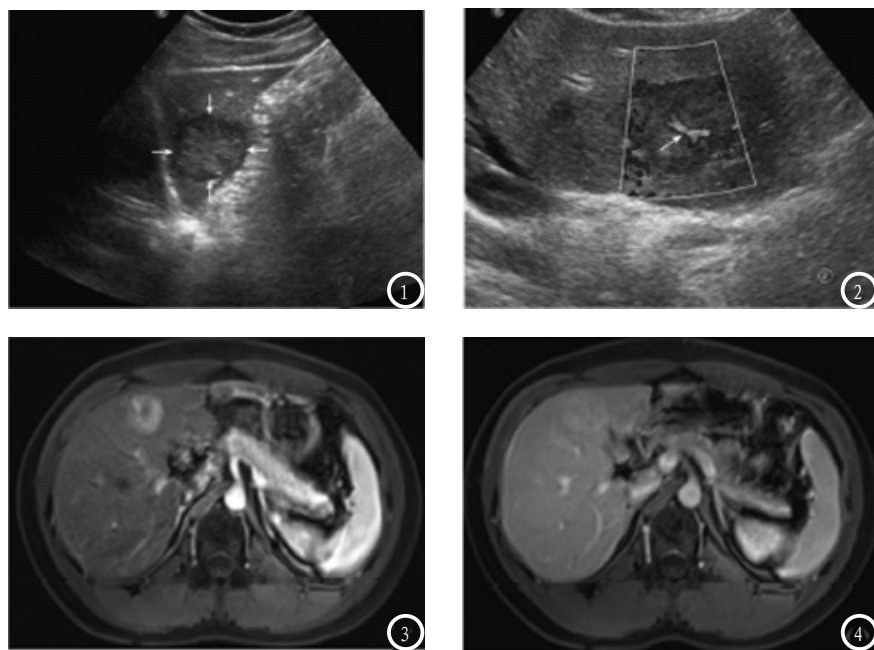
(图1)男,45岁,原发性肝癌,乙肝病史8年,超声下显示肝右前叶呈低回声病灶形态欠佳,为可疑恶性。(图2)肝局灶性增生性结节,男,42岁,肝左叶稍低回声均匀,有团块和暗环。图3-4 男,42岁,原发性肝癌,(图3)为中央瘢痕呈高信号,T2WI实质呈稍高信号;(图4)为中央瘢痕未见强化,动脉实质呈异常强化。
